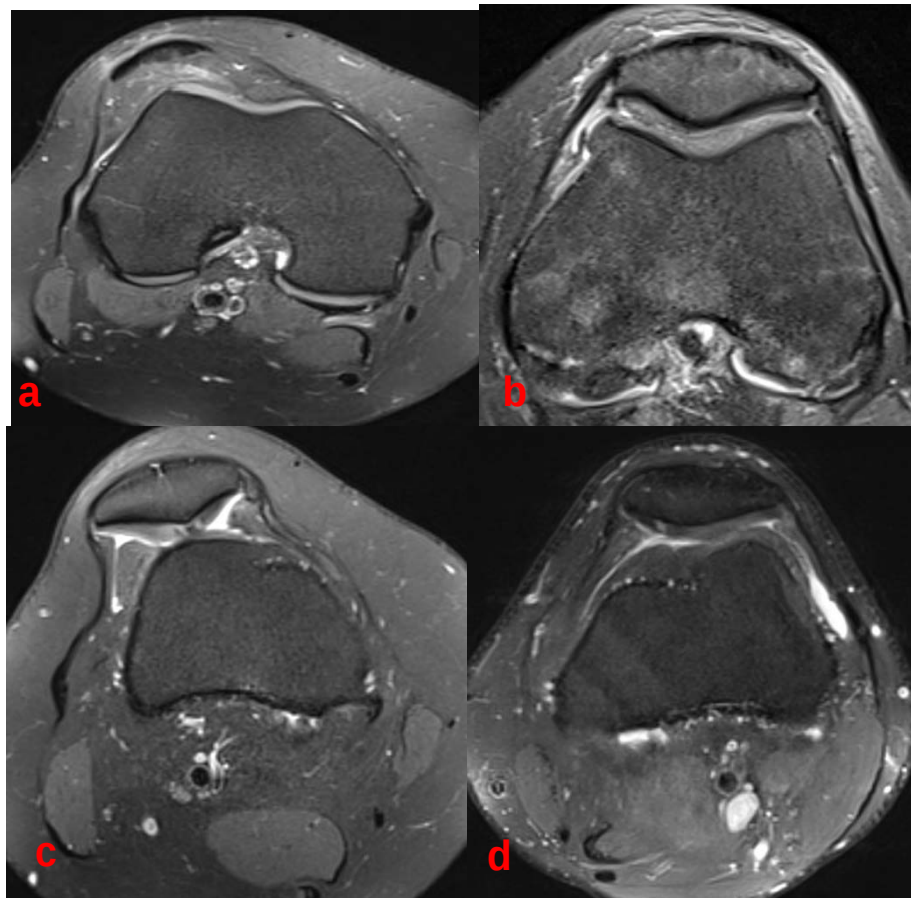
IRM du genou en coupe axiale montrant une chondropathie
